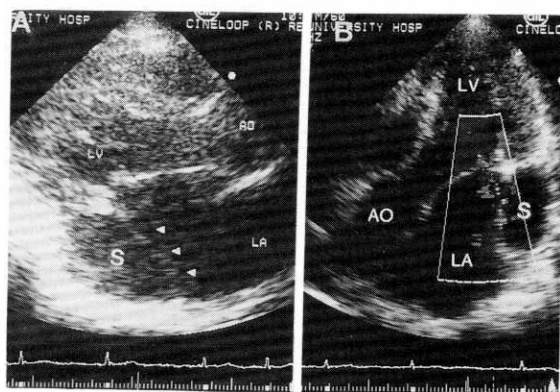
Transthoracic echocardiogram shows markedly dilated coronary sinus(S) lying posterior to the left atrium(LA) in the region of the atrioventricular groove on parasternal long axis(A) and apical view(B). LV: left ventricle. AO: aorta.
